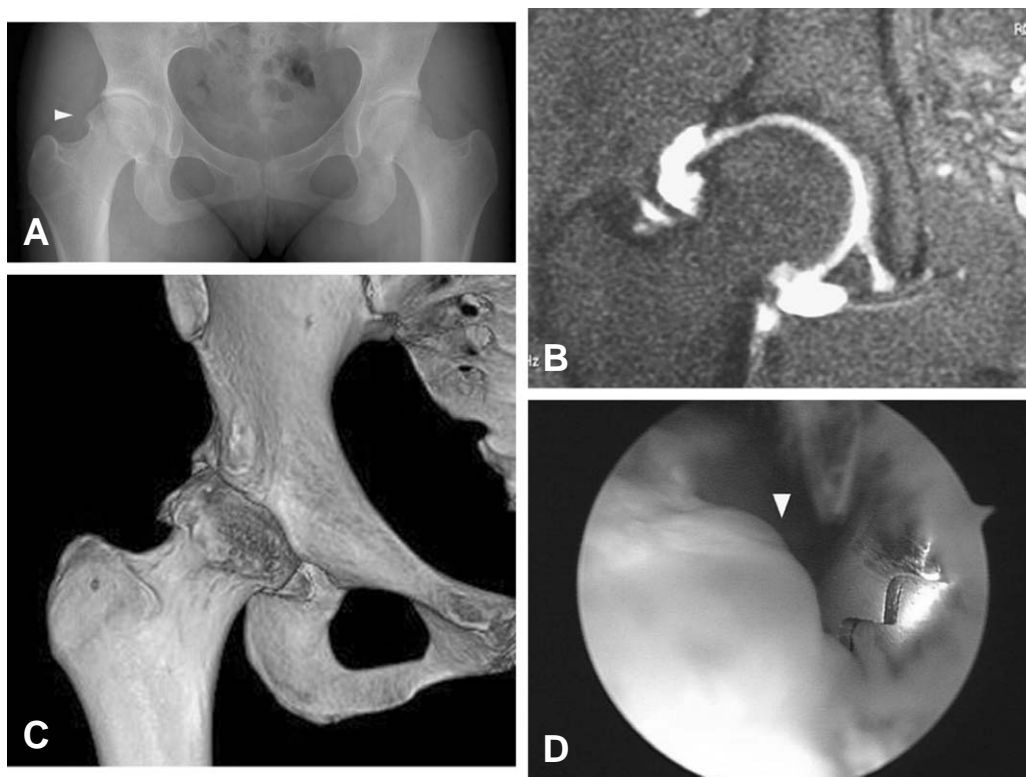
Hook-shaped spur on head-neck junction. (A) Hook-shaped spur (yellow arrow) on femoral head-neck junction. (B) We check the hook on MR angiography. (C) 3 Dimensional CT image. (D) Arthroscopic image of spur (yellow arrow).
